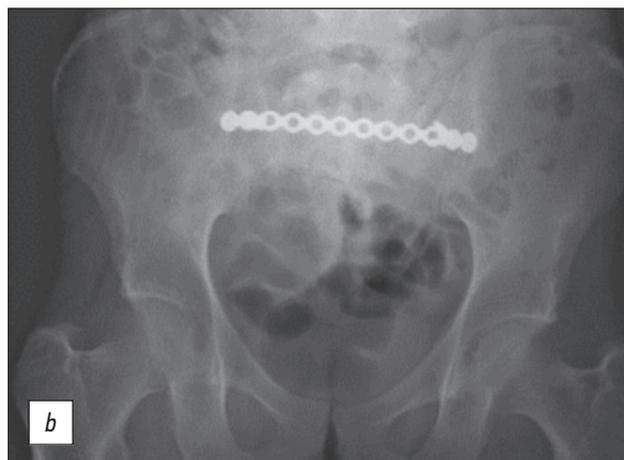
Системы трансподвздошной мостовидной фиксации [19, 39]. *а* — обзорная рентгенограмма таза, демонстрирующая трансподвздошную мостовидную фиксацию заднего полукольца таза балкой, *б* — обзорная рентгенограмма таза, показывающая трансподвздошную мостовидную фиксацию заднего полукольца таза пластиной.
